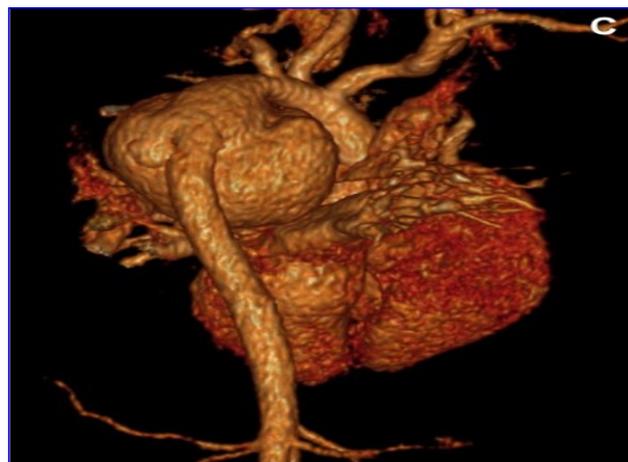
TDM thoracique en trois dimension montrant l'anévrisme de l'aorte thoracique descendante (flèche bleue)
